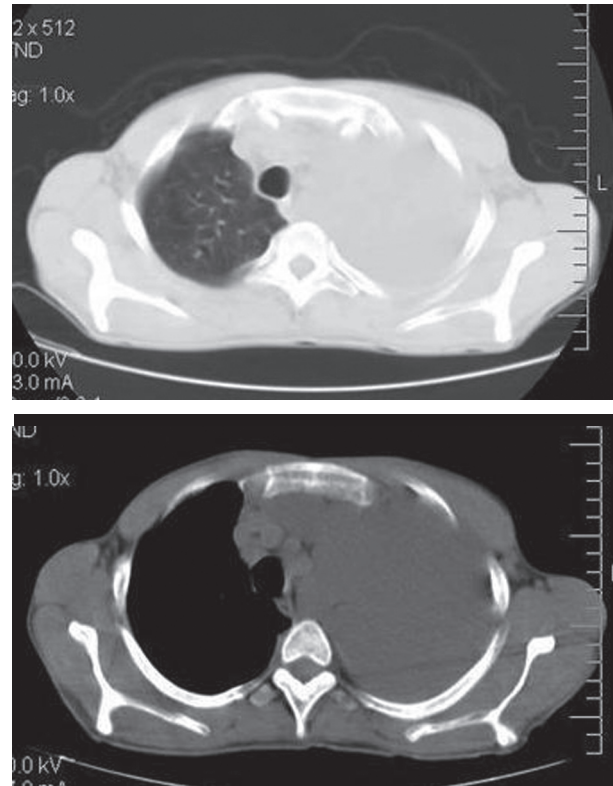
Tomografia computadorizada de tórax: extenso derrame pleural à esquerda com deslocamento do mediastino em sentido contralateral, além de linfonodos mediastinais limítrofes.
